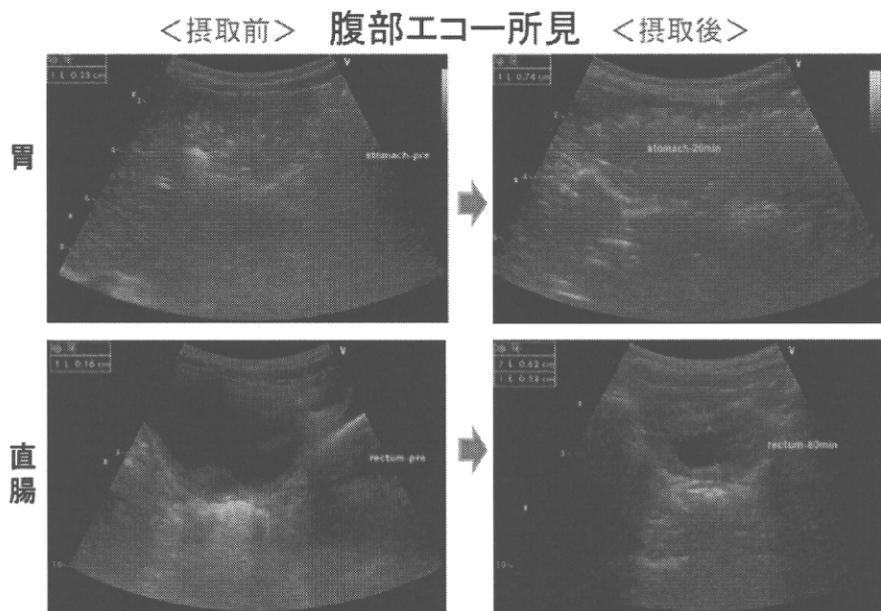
鶏卵摂取前後における胃・直腸粘膜全層の厚さ：アレルギー性腸炎の発症が疑われた症例において鶏卵摂取後に腹部超音波検査で胃・直腸粘膜全層の厚さが増強した。
